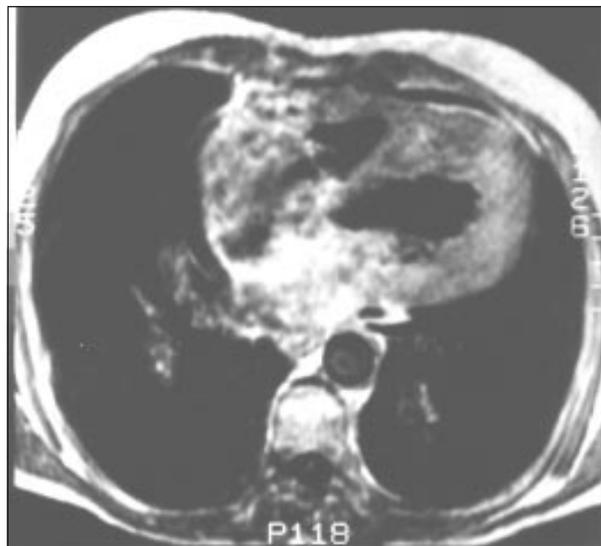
Caracterização de cardiomiopatia hipertrófica pela ressonância nuclear magnética em um paciente com quadro clínico de síndrome restritiva e insuficiência cardíaca refratária.
